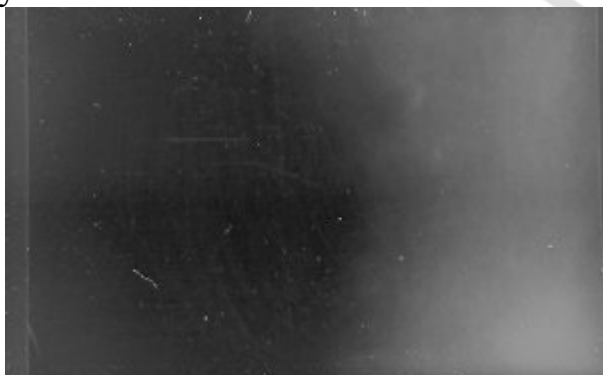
Дентальная рентгенография пациента К. Спустя 60 суток после имплантации гранулята «Биоситалла». Определяется сглаженность контуров имплантата, наличие полоски просветления.
